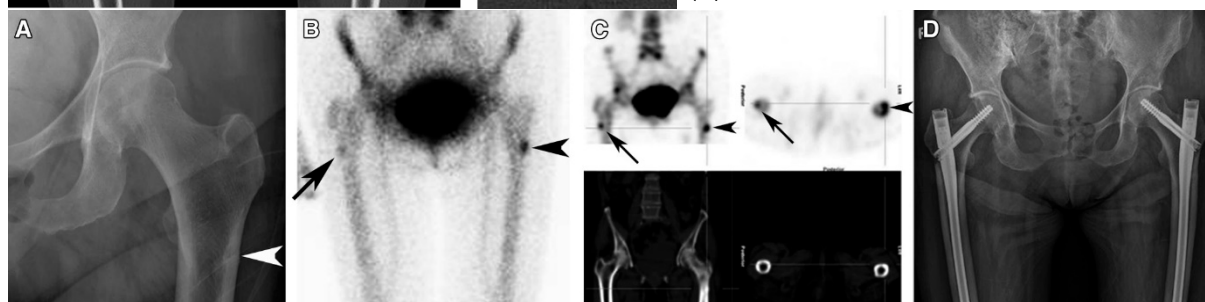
(abaixo) Mulher de 76 anos sob terapêutica com bifosfonatos há muitos anos fez radiografia (A) devido a dor na anca esquerda que mostrou radiolucência mal definida e ligeiro espessamento cortical (ponta de seta). Cintigrafia óssea planar (B) e SPECT/CT coronal (C), 4 meses depois mostraram captação intensa no mesmo sítio (pontas de seta) e captação moderada na mesma localização contralateralmente (setas), consistente com FAF bilateral. Seis meses depois foi feita fixação intramedular bilateral (D)<sup>53</sup>.
